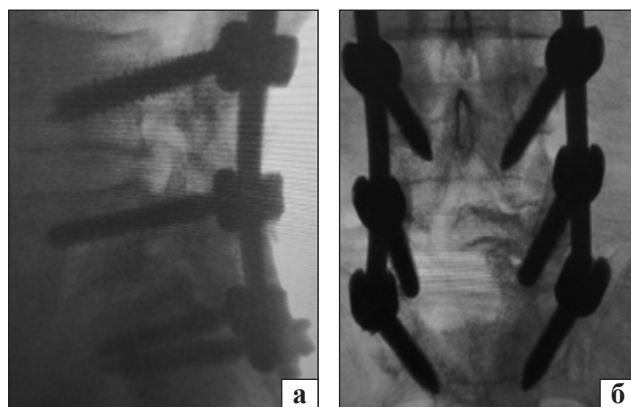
Рентгенограми хворого Ч. після заміни конструкції: бічна (а) та фронтальна (б) проєкції
